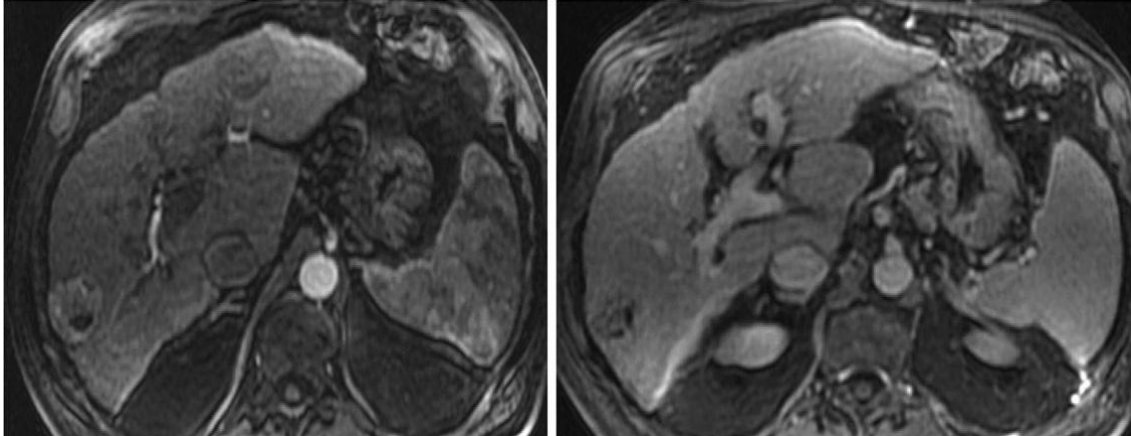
IRM montrant un petit nodule de CHC dans foie cirrhotique (images typiques avec réhaussement à la phase artérielle -planche de gauche-, et wash out à la phase veineuse - planche de droite-) (d'après [Tremosini 2010])
